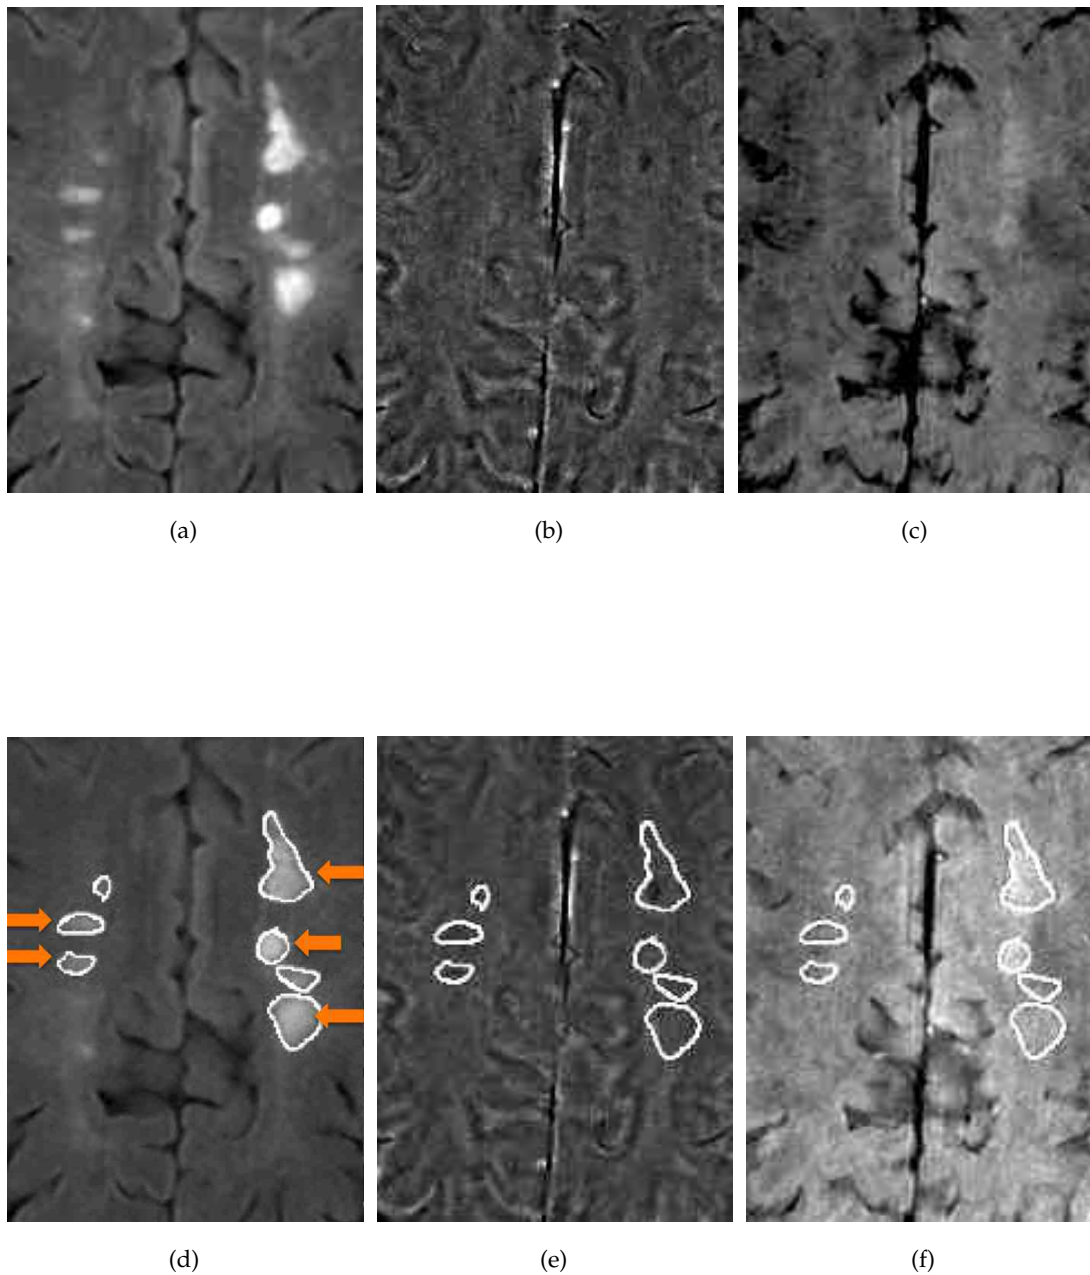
FLAIR- (a), Phasen- (b) und Magnitudenbilder (c) eines MS-Patienten. In d, e, f sind ROIs, die im FLAIR Kontrast eingezeichnet wurden, auf die übrigen Kontraste übertragen worden. Häufig konnten eindrucksvolle Läsionen, wie in Bild (a) abgebildet, sowohl im Phasenbild als auch im Magnitudenkontrast nicht abgegrenzt werden oder erschienen weitaus kleiner.
